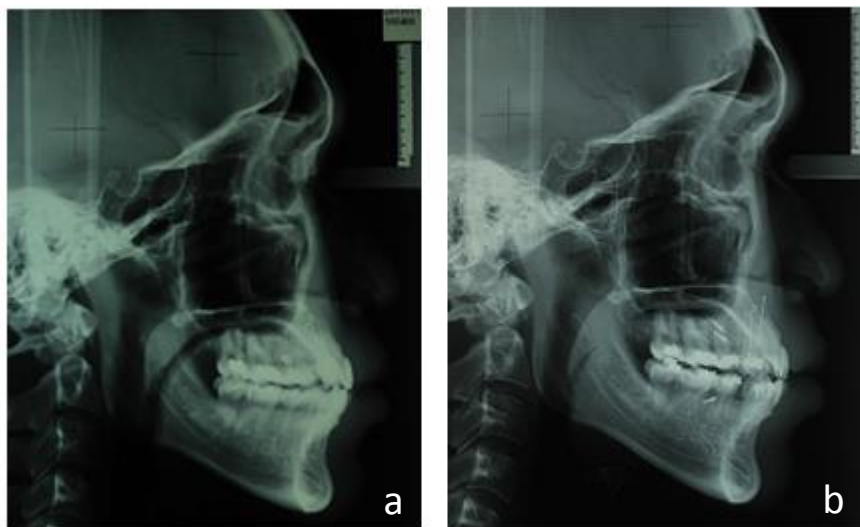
The lateral cephalometric radiographs with the reference jigs at a) T_0 and b) T_3
